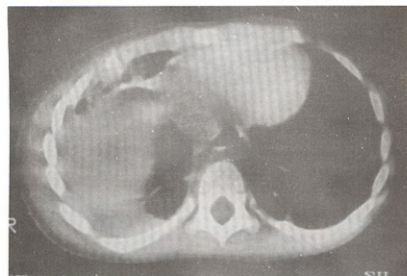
caso II: TAC con imagen tumoral sólida derecha.
